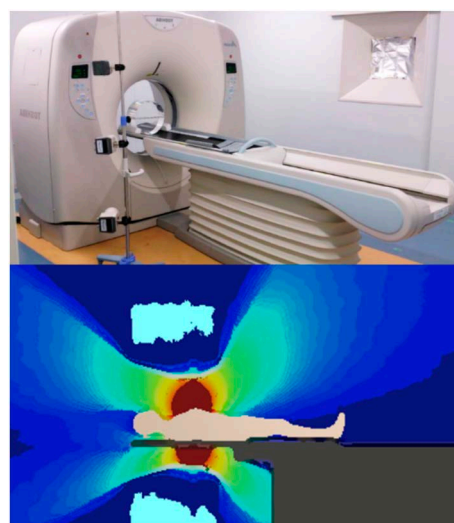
可視化されたCTスキャン室内の線量分布¹⁾
